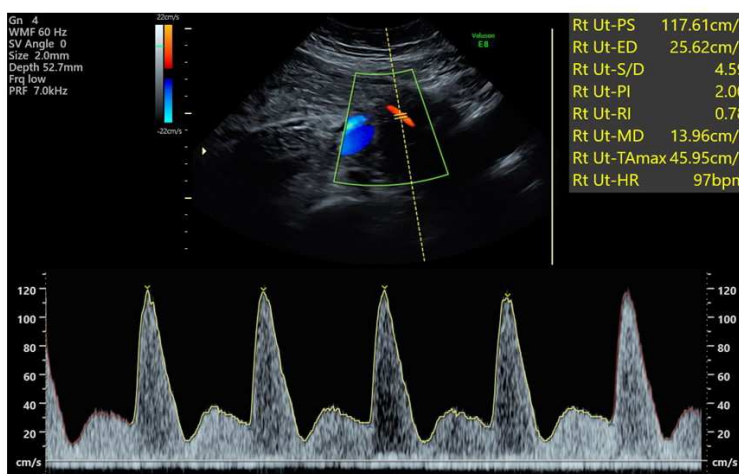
Doppler de artéria uterina com avaliação da onda espectral e índice de pulsatilidade de ambos os lados.
